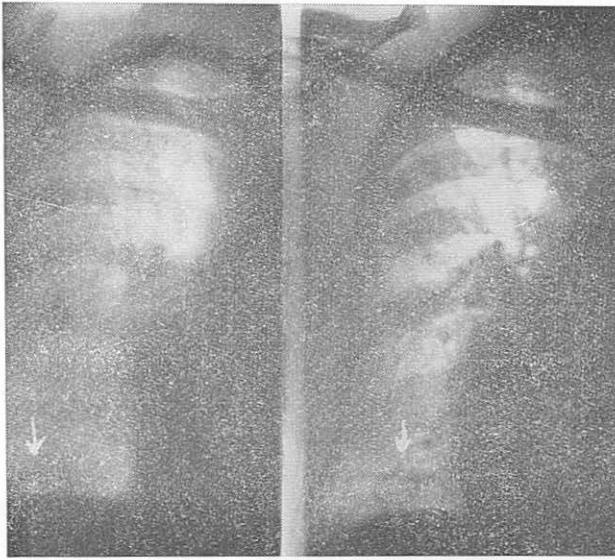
NÚM. 16. CASO NÚMERO 4.—*Embolismo pulmonar recidivante. Tromboflebitis crónica*.—Las placas muestran un infarto pulmonar paracisural derecho no bien ostensible en la radiografía y que sí lo es, en cambio, en la tomografía.
